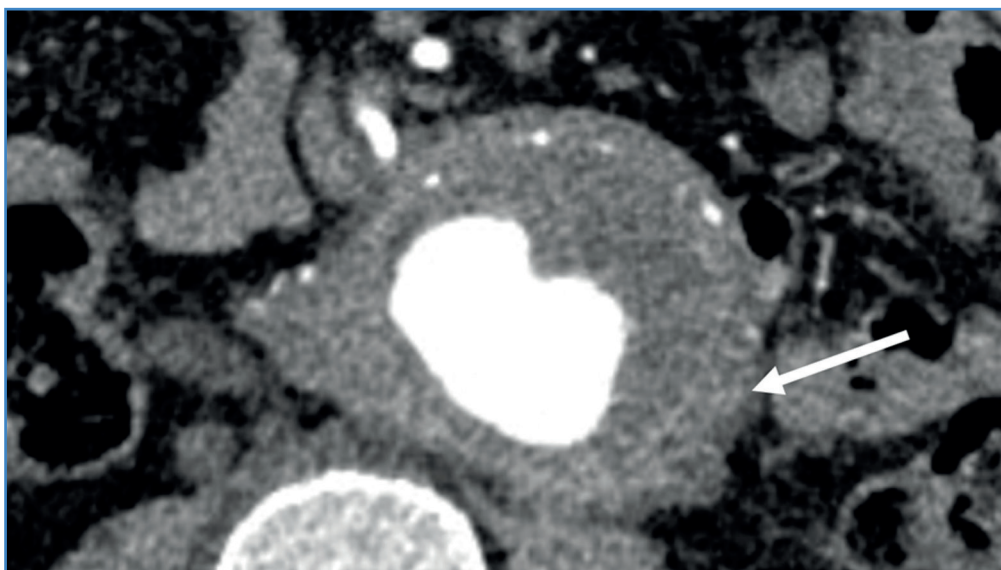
Angio TC de un AAAI. Se observa imagen típica en 4 capas: lumen central, trombo hipodenso, pared aórtica calcificada y fibrosis periaórtica (flecha), que realza con el contraste (signo del manto).
